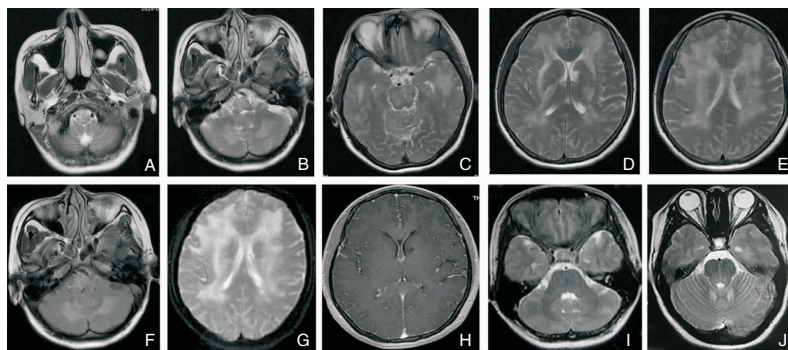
38岁女性患者(头痛半年,加重伴恶心呕吐2月入院。既往高血压病史,最高 $190/126$ mmHg,未服降压药,继发慢性肾病病史,未服药。长期使用煤火卖早餐)入院后MRI图像。A-E: T_2 WI成像示脑干、小脑、颞叶、侧脑室旁白质对侧性高信号病灶;F:Flair成像病灶呈高信号;G:ADC成像呈高信号;H:病灶无强化;图I-J:治疗2周后复查 T_2 加权像,病灶明显缩小。
